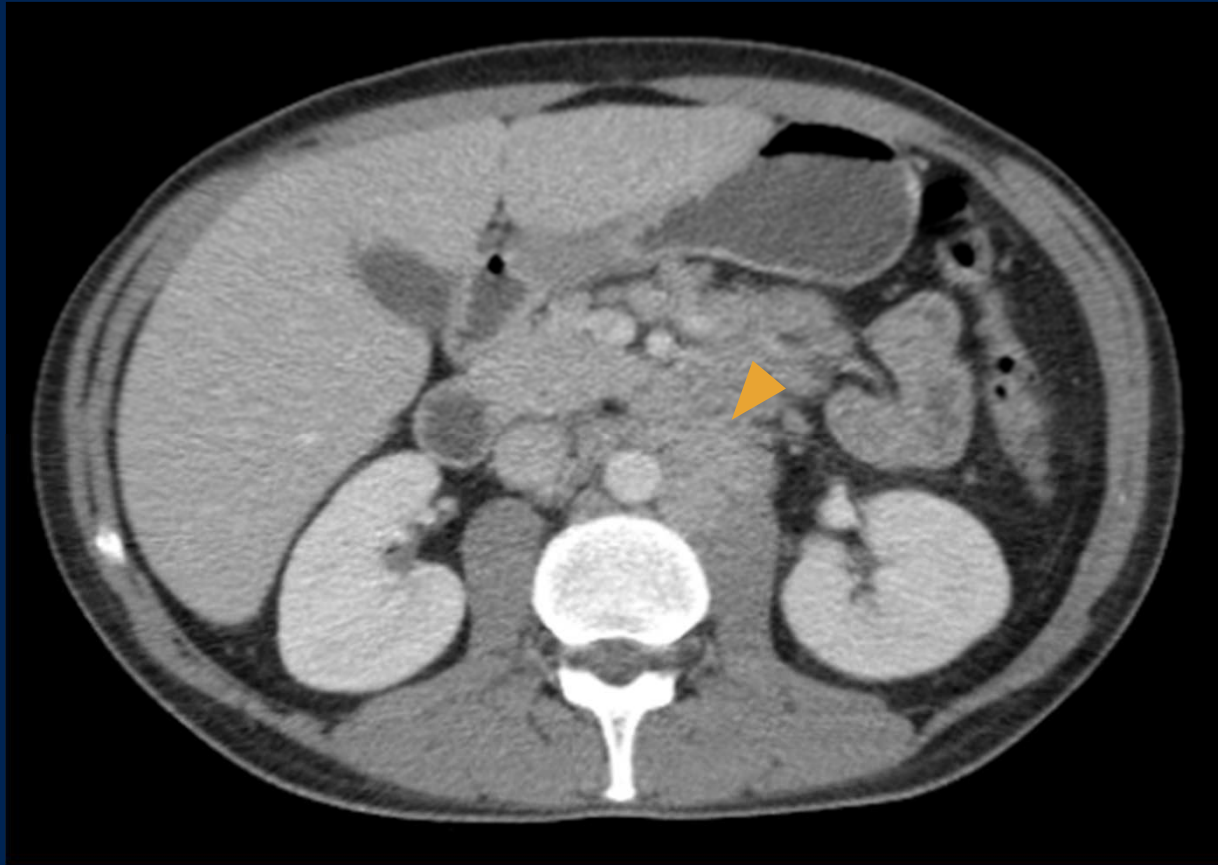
TC de abdomen y pelvis con contraste endovenoso en fase portal donde se aprecia a nivel paraaortico izquierdo imagen de densidad de partes blandas correspondiente a conglomerado adenopatico (cabeza de flecha).
